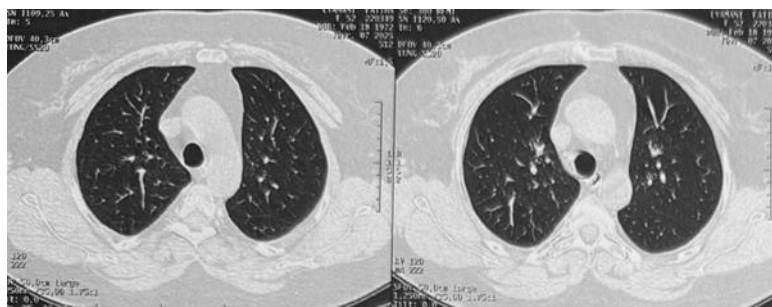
TDM Thoracique Après Le Traitement
